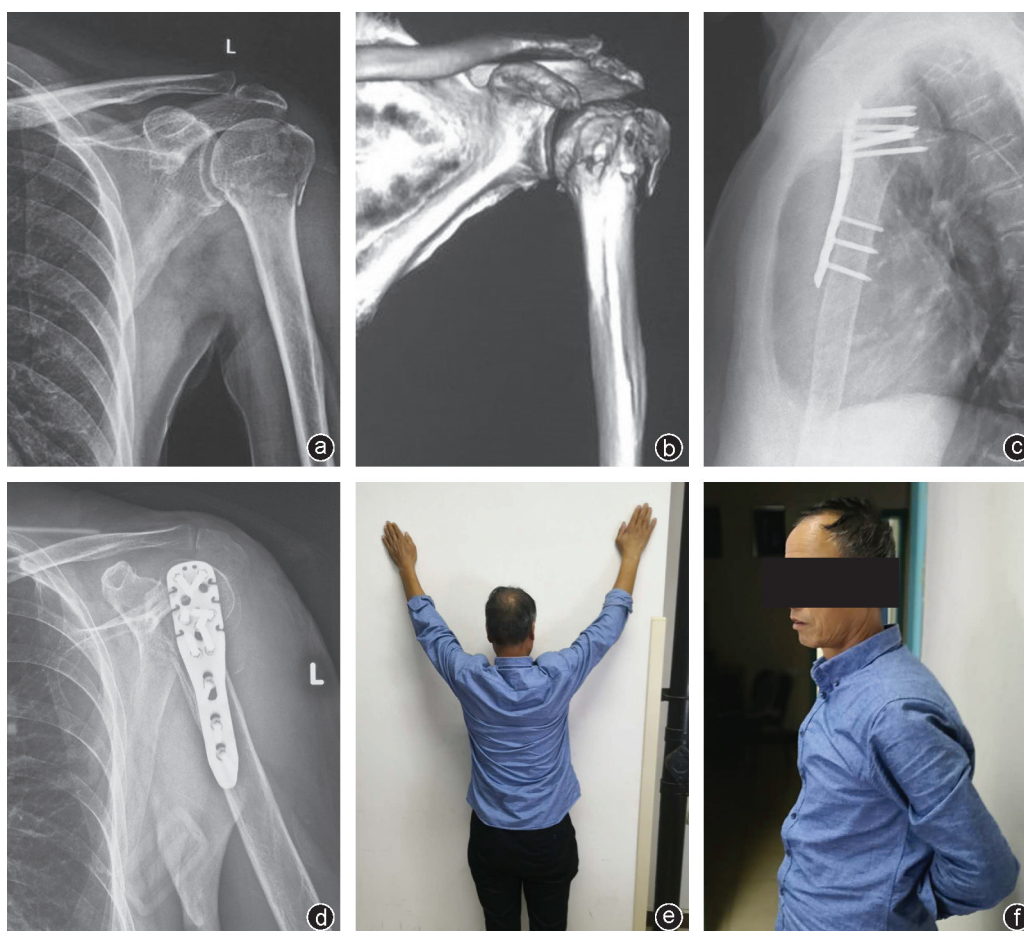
病人,男,70岁,跌倒摔伤 a:术前正位X线片;b:术前肩关节CT扫描三维成像,提示为Neer三部分骨折;c:术后第2天肩关节穿胸位X线片;d:术后第2天侧位X线片;e、f:病人术后1年随访功能照,肩关节上举90°,肩关节后伸30°,基本恢复肩关节活动度
